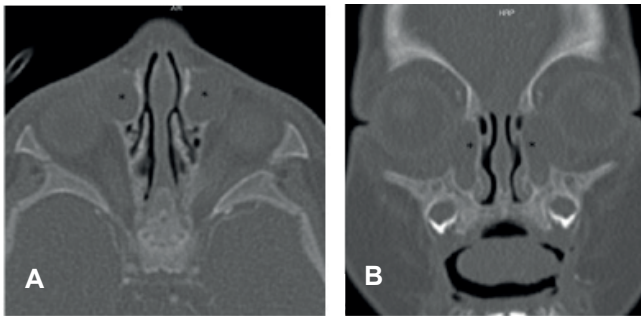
Tomografía de senos paranasales. A. Corte sagital. B. Corte coronal: se evidencia una dilatación bilateral de los conductos nasolagrimales (*) de 6 x 8 mm el derecho y 6 x 10 mm el izquierdo, ocupados por dos colecciones con densidad de tejidos blandos y paredes delgadas, en relación con el dacriocistocele bilateral con cambios inflamatorios de los tejidos blandos preseptales asociados. Tomadas de: servicio de otorrinolaringología de la Fundación Hospital de la Misericordia.
